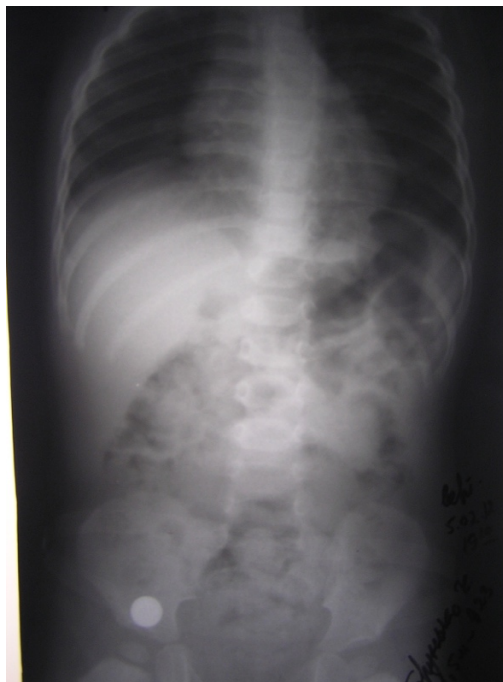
Оглядова рентгенограма органів грудної, черевної порожнини і малої миски
